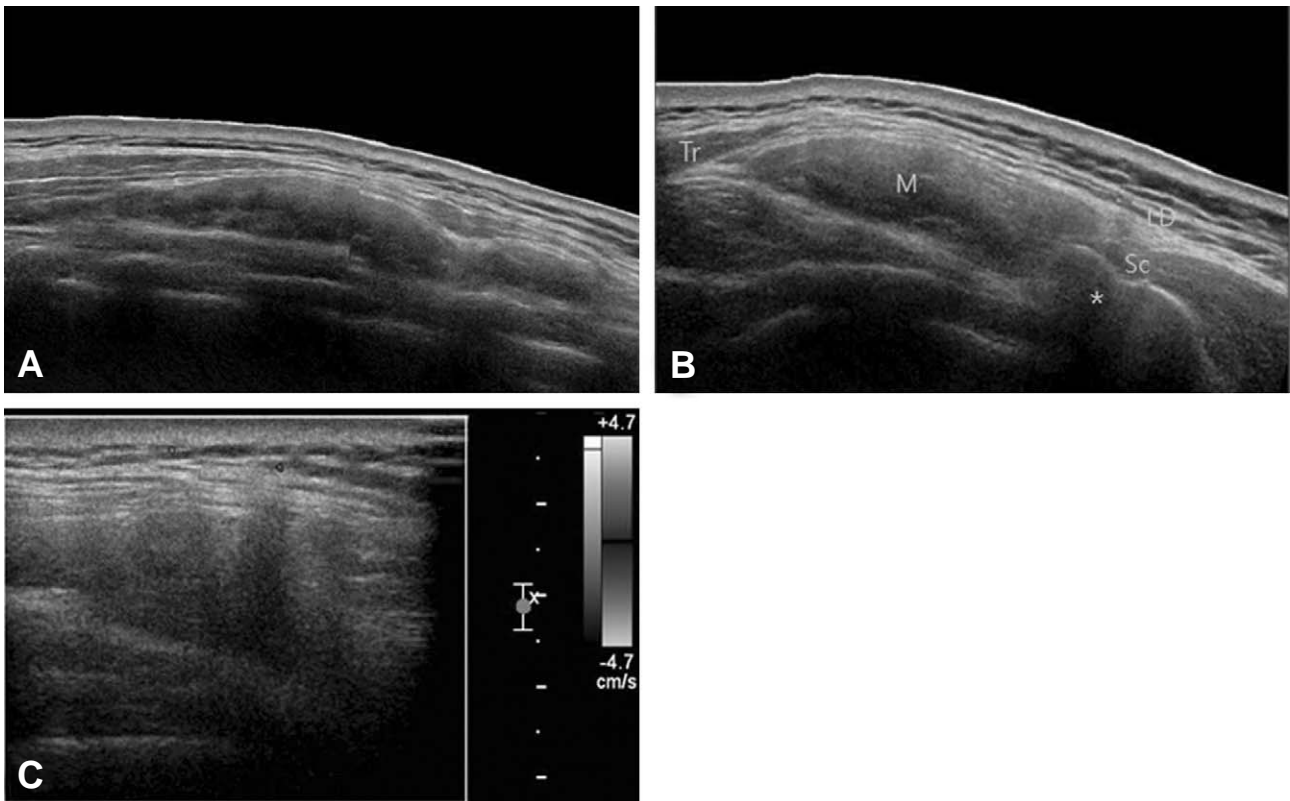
Preoperative ultrasonography shows homogenous, hypoechoic mass on her right back. (A) The mass contains thick echogenicity compared to typical lipoma. (B) The mass located beneath scapular bone and trapezius muscle, between inferomedial border of scapular bone and trapezius muscle. Note that the area beneath scapular bone is not visible because of acoustic shadowing (*). Tr: Trapezius muscle, M: Mass, LD: Latissimus dorsi muscle, Sc: Scapular bone (C) The mass contains no vascularity on flow doppler imaging and no hypoechoic vascular shadow.
